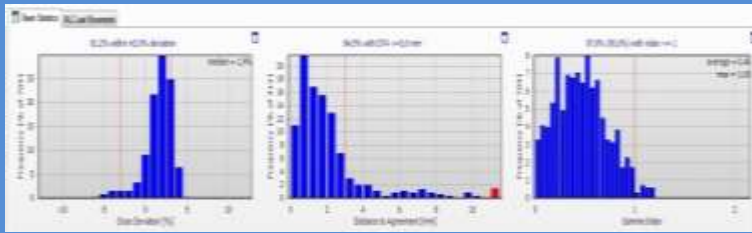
Messung für AAA am elektronendichte-zugeordneten homogenen Phantom-CT (PMMA mit 217 HU abgebildet)
